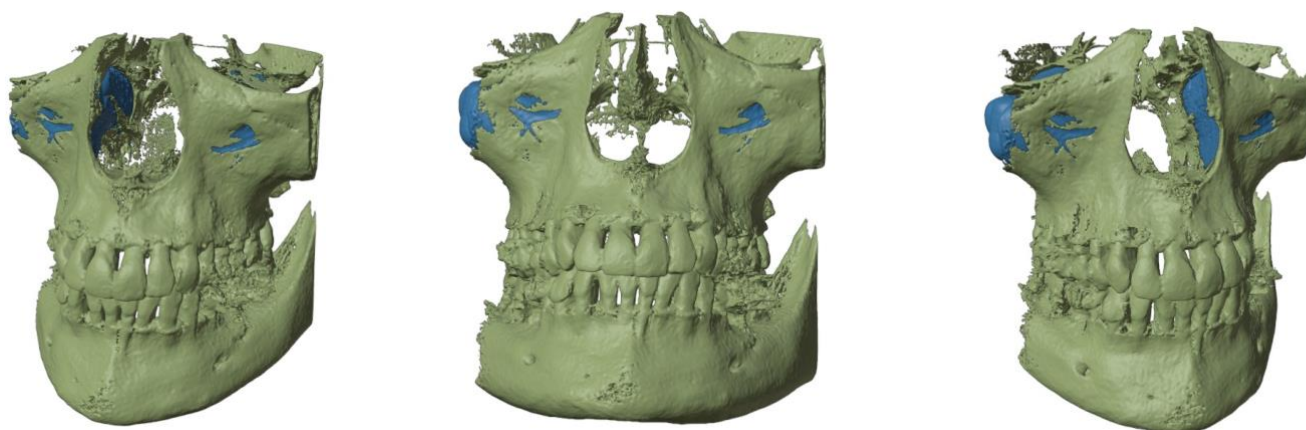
Figura # 5. Reconstrucción 3D de tomografía de haz cónico. Fuente Autores
